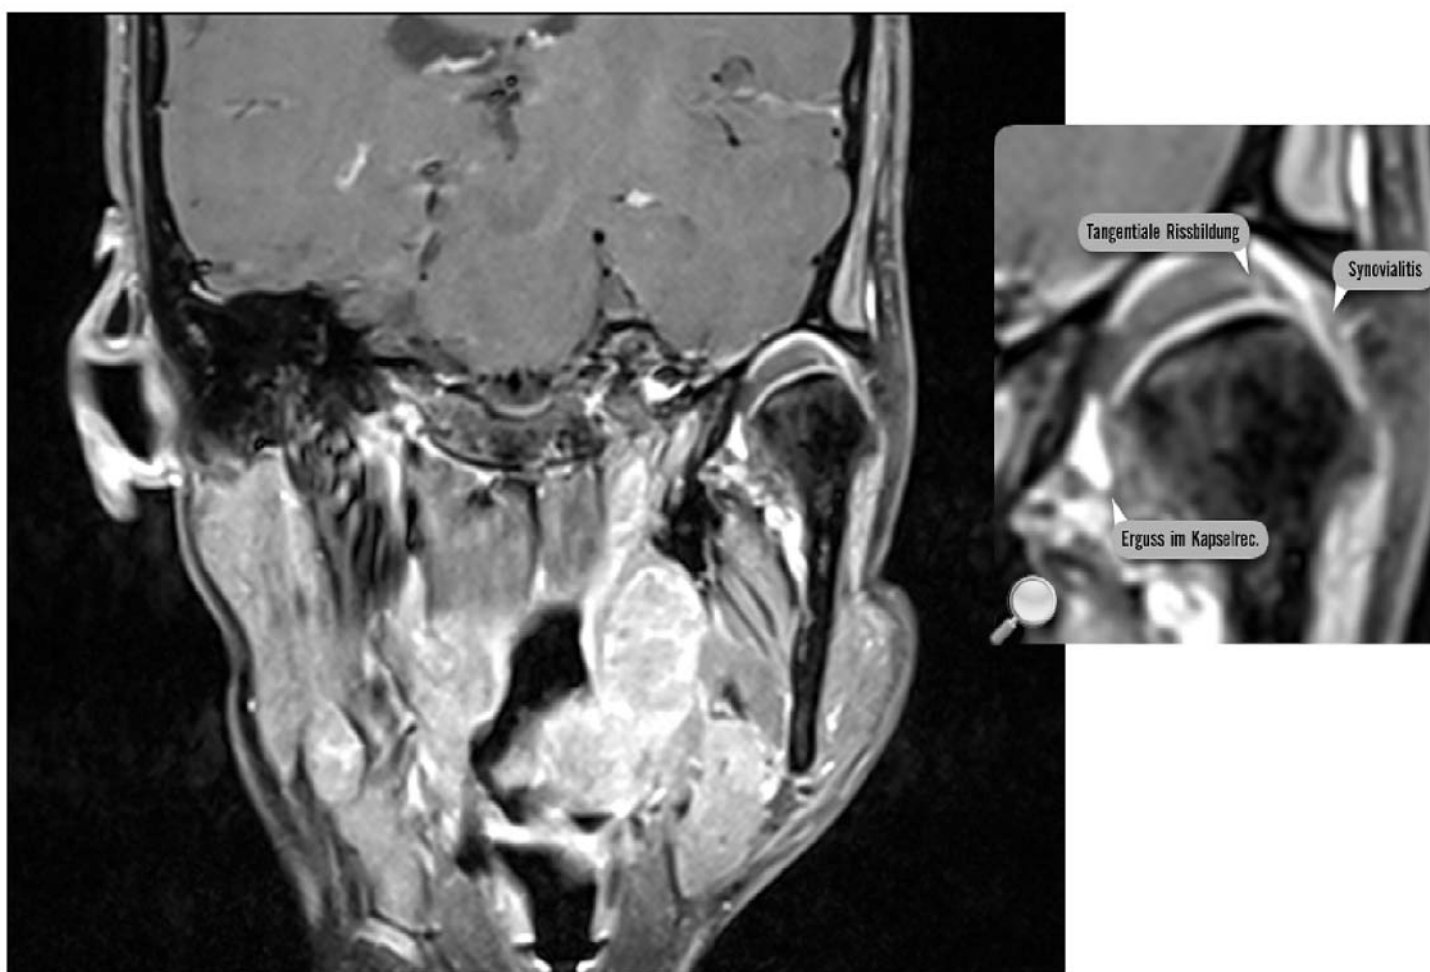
und Detailsicht: Ultrahochaufgelöste MRT des linken Kiefergelenks, parakoronar, T1 fettunterdrückt nach KM-Gabe. Diagnose: Tangentiale Rissbildung an der lateralen Diskusunterkontur mit typischem Kontrastmitteleintritt. Geringe mediale Diskusluxation. Synovialitis. Erguss im medianen Kapselrecessus.
